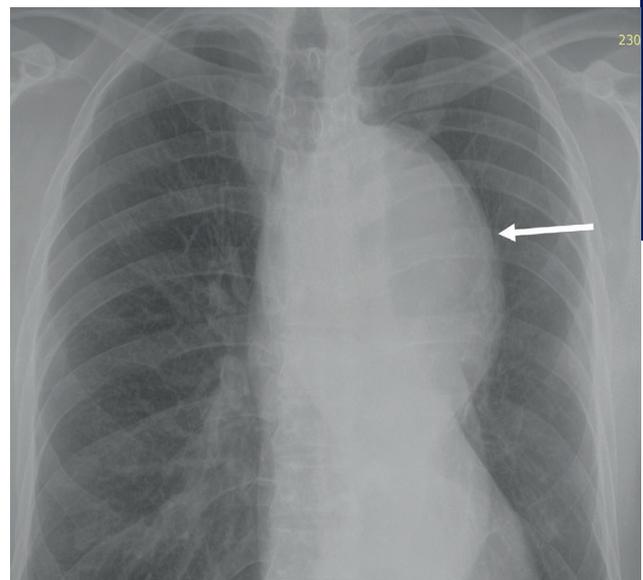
Рентгенография органов грудной клетки (тень аневризмы указана стрелкой)
